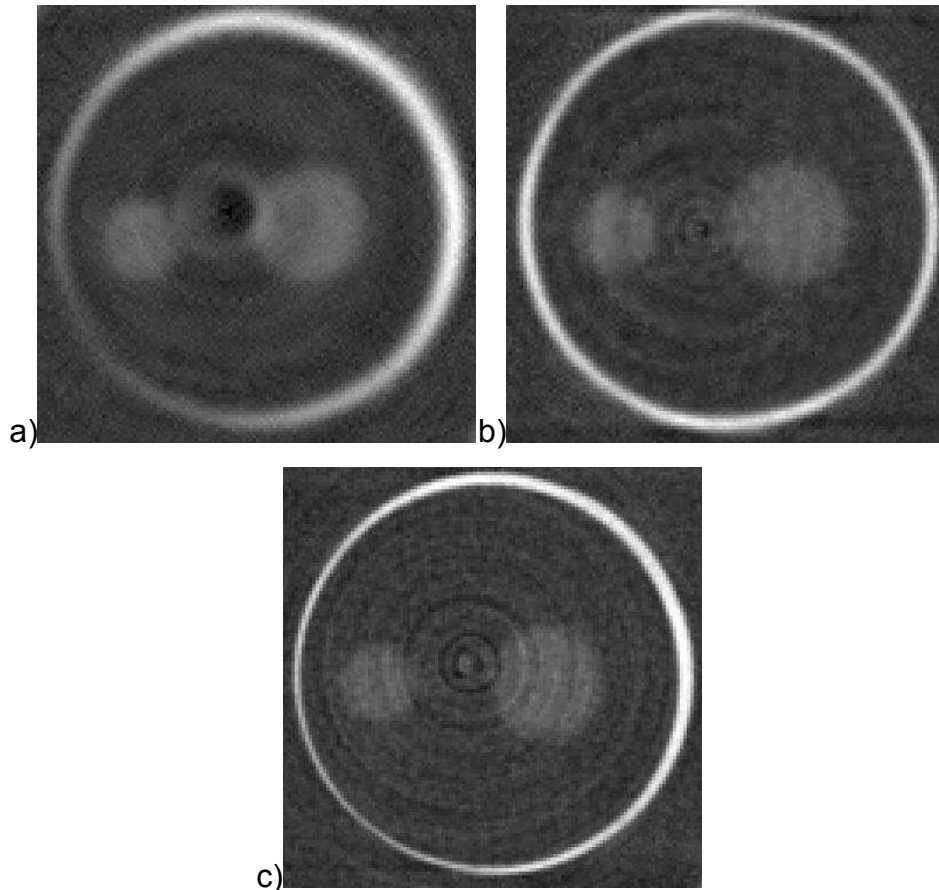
μ TC por contraste de fase e por absorção. Em (a) projeção adquirida por transmissão. Em (b) projeção por contraste de fase com $M=2$. Em (c) projeção por contraste de fase com $M=3.71$.
